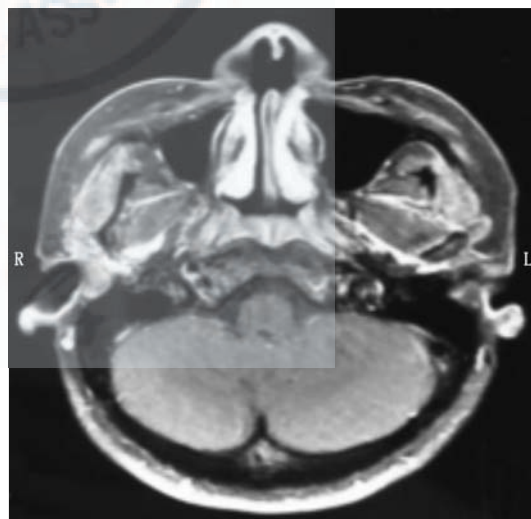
疑似为鼻咽癌的鼻咽部淋巴组织增生的增强 MRI 表现 鼻咽后壁黏膜明显增厚,双侧咽隐窝闭塞,以右侧明显,显著异常对比强化
